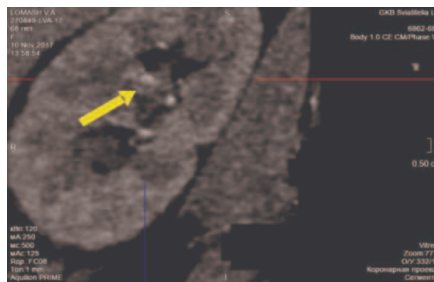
Результаты КТ – тампонада ЧЛС справа, гиперваскулярное образование верхней группы чашек справа
